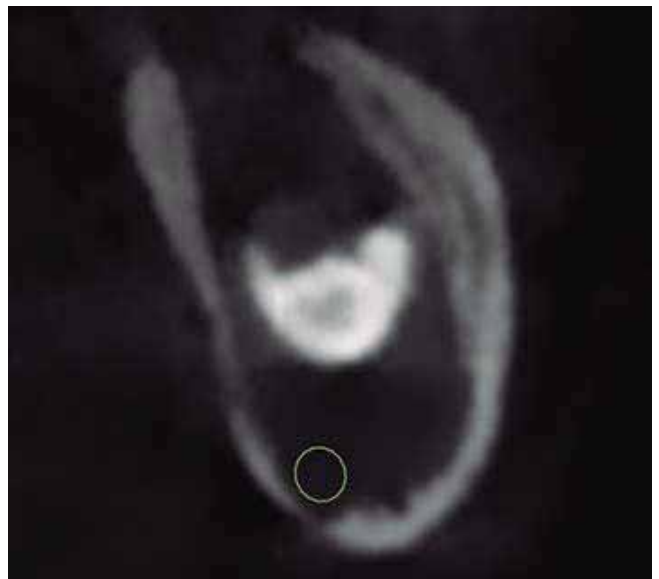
Coronal section of the CT Scan through the distal portion of the cystic cavity. The radiopacity is the cusp of the distally inclined molar; the cyst had expanded the cortical bone and displaced the mandibular canal (indicated by a circle).
